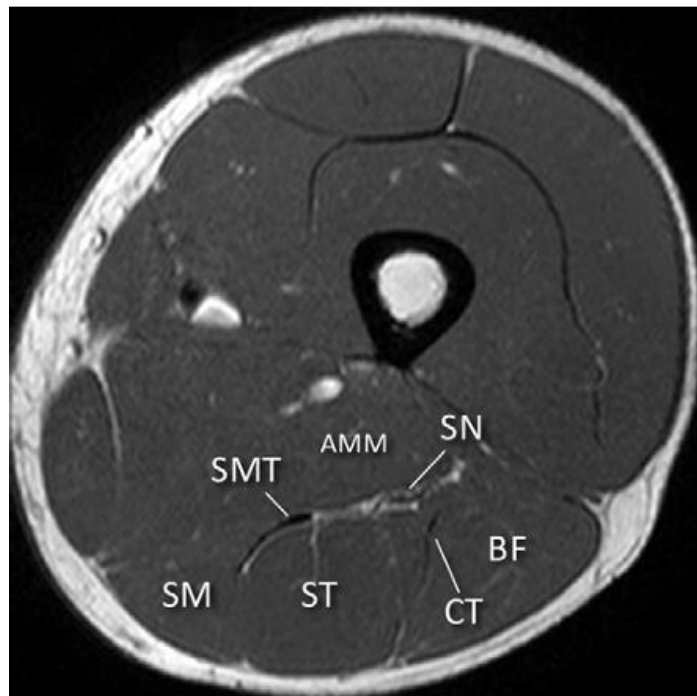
Radio-anatomie IRM normale des ischio-jambiers proximaux et de leurs tendons intramusculaires.
